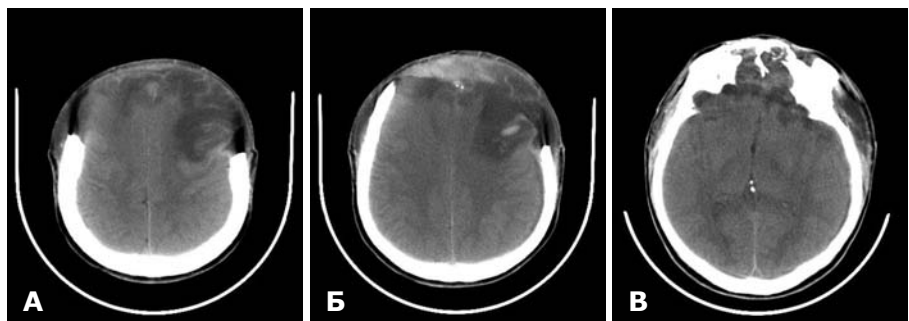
СКТ на 17-ту добу після операції. Мозковий режим. А — субдуральні гігрома в лобових частках з обох боків; Б — еволюція вогнищевих забой; В — гіподенсивні вогнища в базальних відділах лобових часток.
